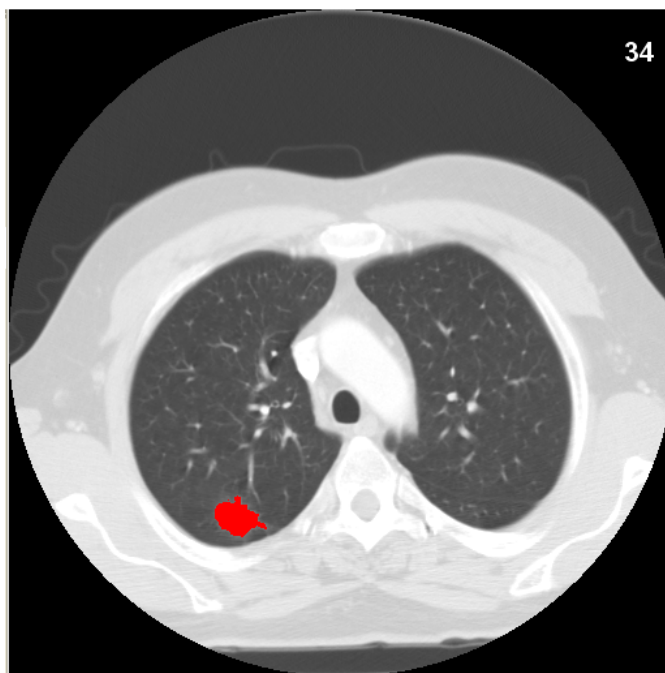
Seção de um exame de TC com o nódulo em vermelho.
